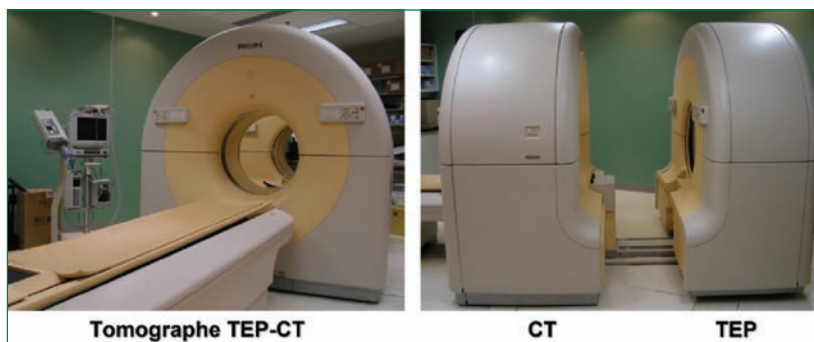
Appareil TEP/TDM permettant d'obtenir séquentiellement une tomographie axiale et une tomographie d'émission par positrons au cours d'une même visite médicale.
